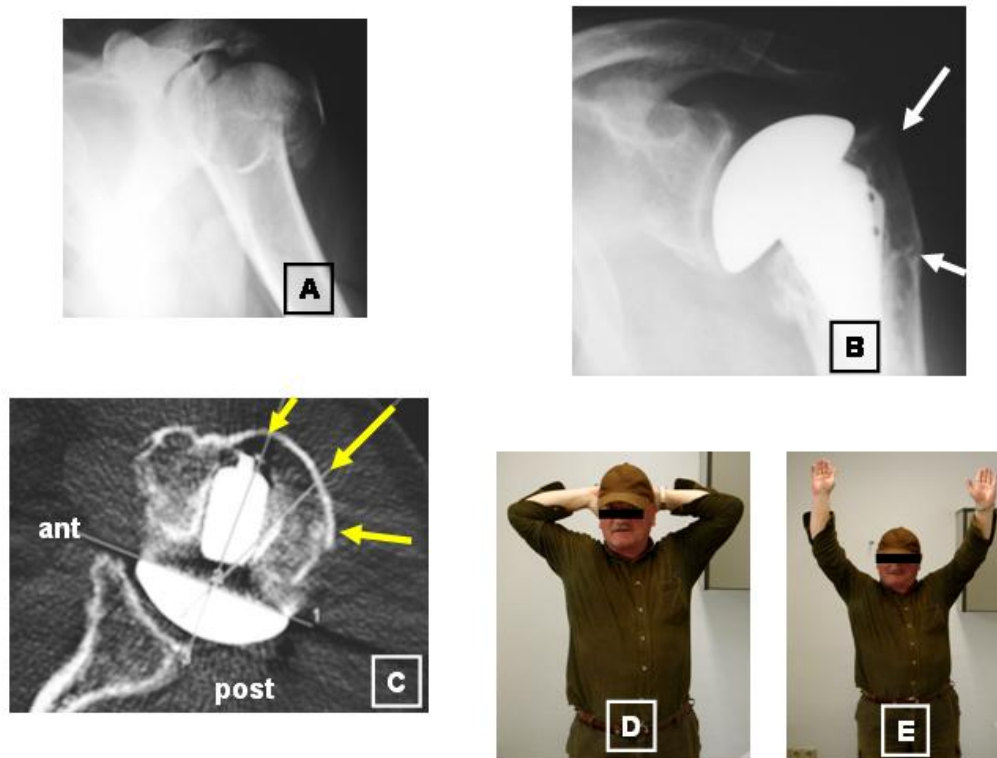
Exemple d'un cas amb bona evolució. A) Fractura complexa d'húmer proximal esquerre. B) Bona reducció i consolidació de la tuberositat gran en la radiografia AP d'espatlla als 6 mesos evolució. C) Consolidació a lloc de la tuberositat gran (fletxes) a l'any de seguiment en un tall axial de TAC. D) i E) Bona mobilitat en rotació externa i antepulsió del malalt.
